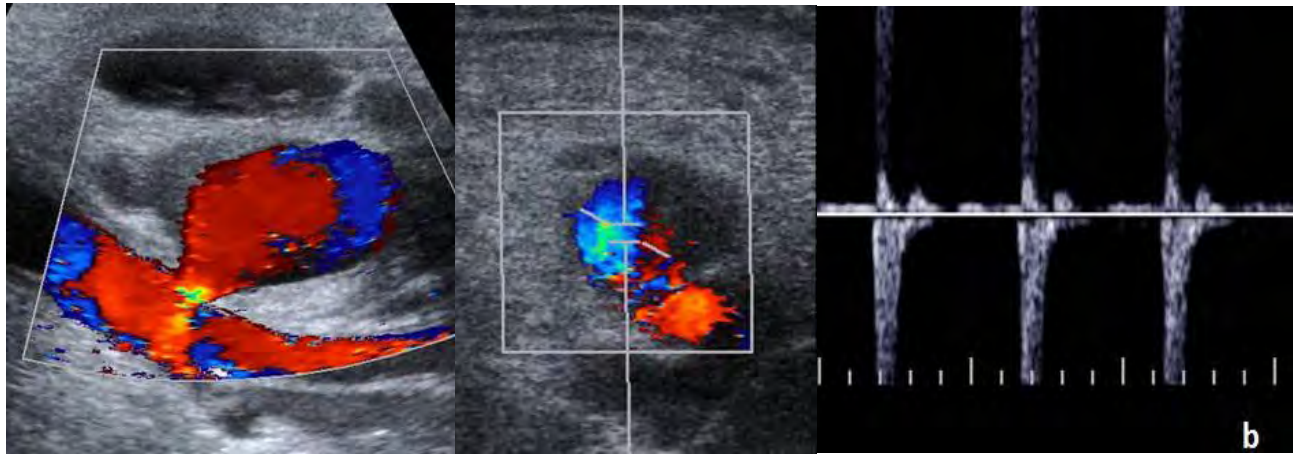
Ultrasonido en un corte sagital con modalidad Doppler color y Doppler Triplex donde se identifica el signo clásico del yin-yang en el interior del saco del pseudoaneurisma asociado a flujo turbulento con curva de flujo bidireccional.
